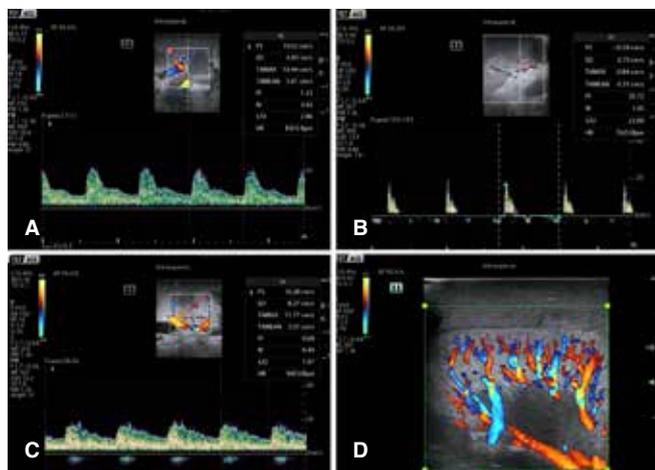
A) Doppler pulsado de arteria renal posterior a la reperfusión intraoperatorio. B) Doppler pulsado de arteria renal con aumento de IR por hematoma subcapsular compresivo. C) Doppler pulsado de arteria renal posterior drenaje de hematoma subcapsular. D) Doppler color que muestra adecuada perfusión renal posterior al drenaje de hematoma subcapsular.
